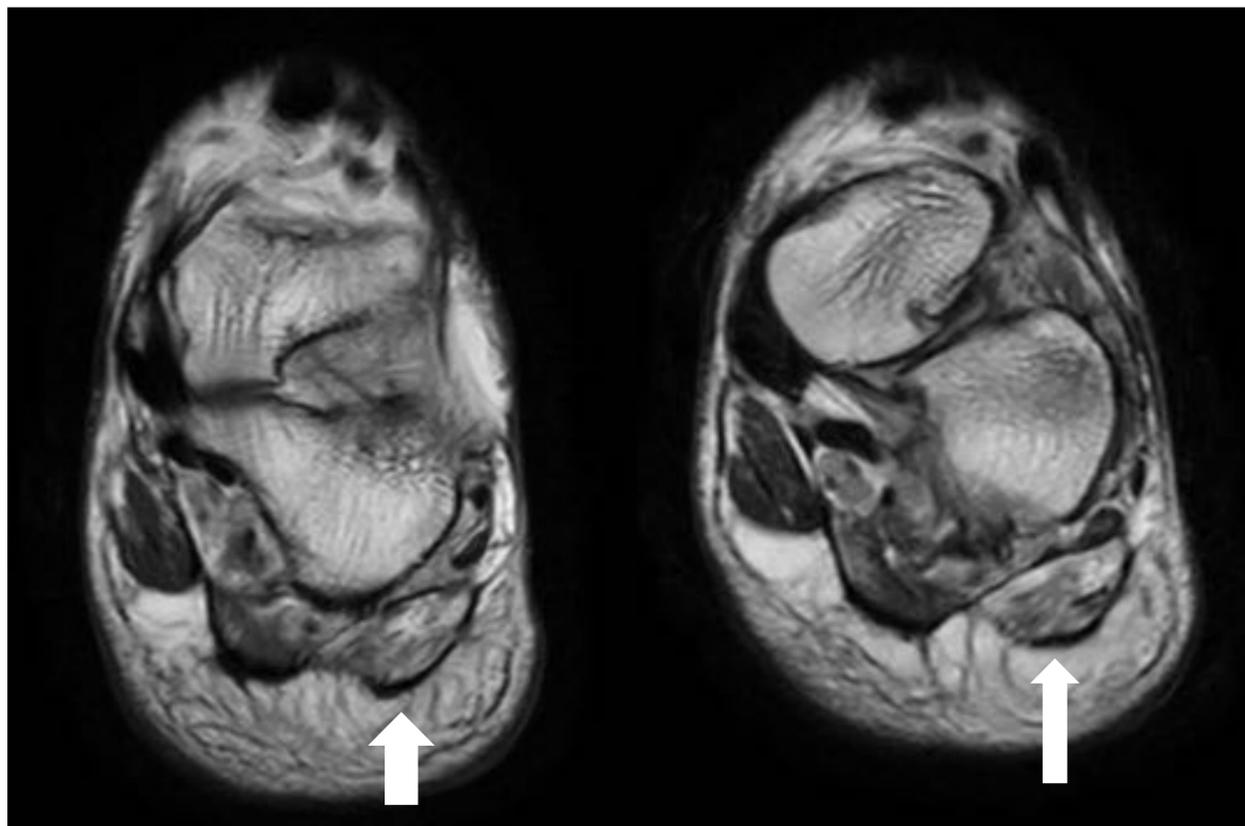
Imagen de RM con secuencia coronal potenciada en T1. Se aprecia una sustitución del tejido muscular con aumento de la señal del músculo abductor corto de los dedos de la planta del pie en relación con neuropatía del nervio calcáneo inferior (neuropatía de Baxter)
